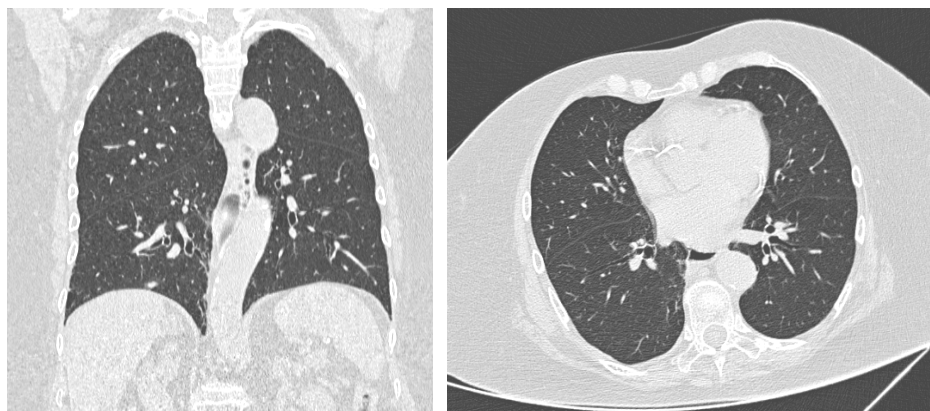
Tomografía de tórax de alta resolución compatible con CO-RADS 2.
